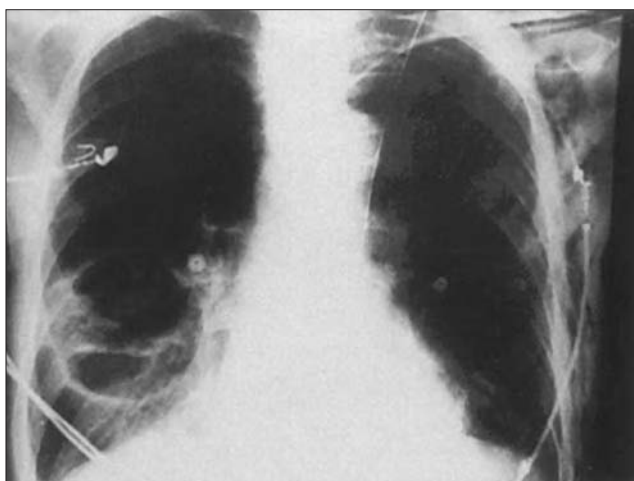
Radiografía simple de tórax.
